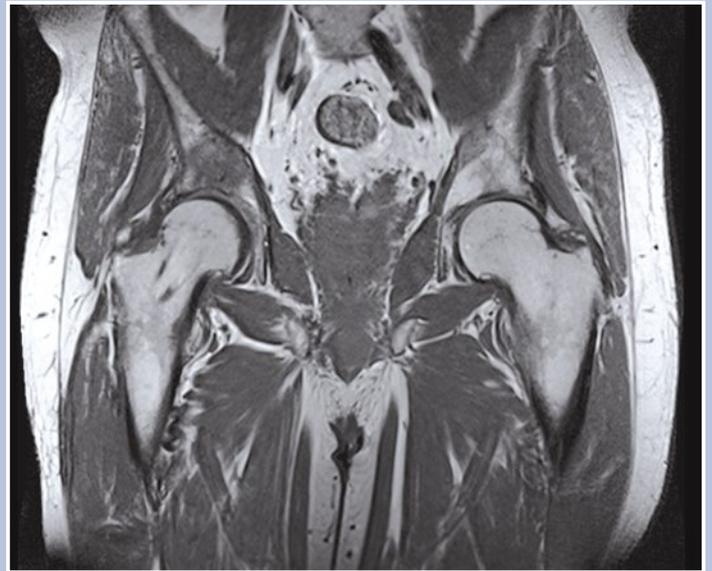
MRT der Hüftgelenke (26. Mai 2016). Normalisierung des Markraumsignals. Nur noch angedeutet fleckförmig ödematöse Signalanhebung im rechten proximalen Femur nach Core-Dekompression (24. Februar 2016)
